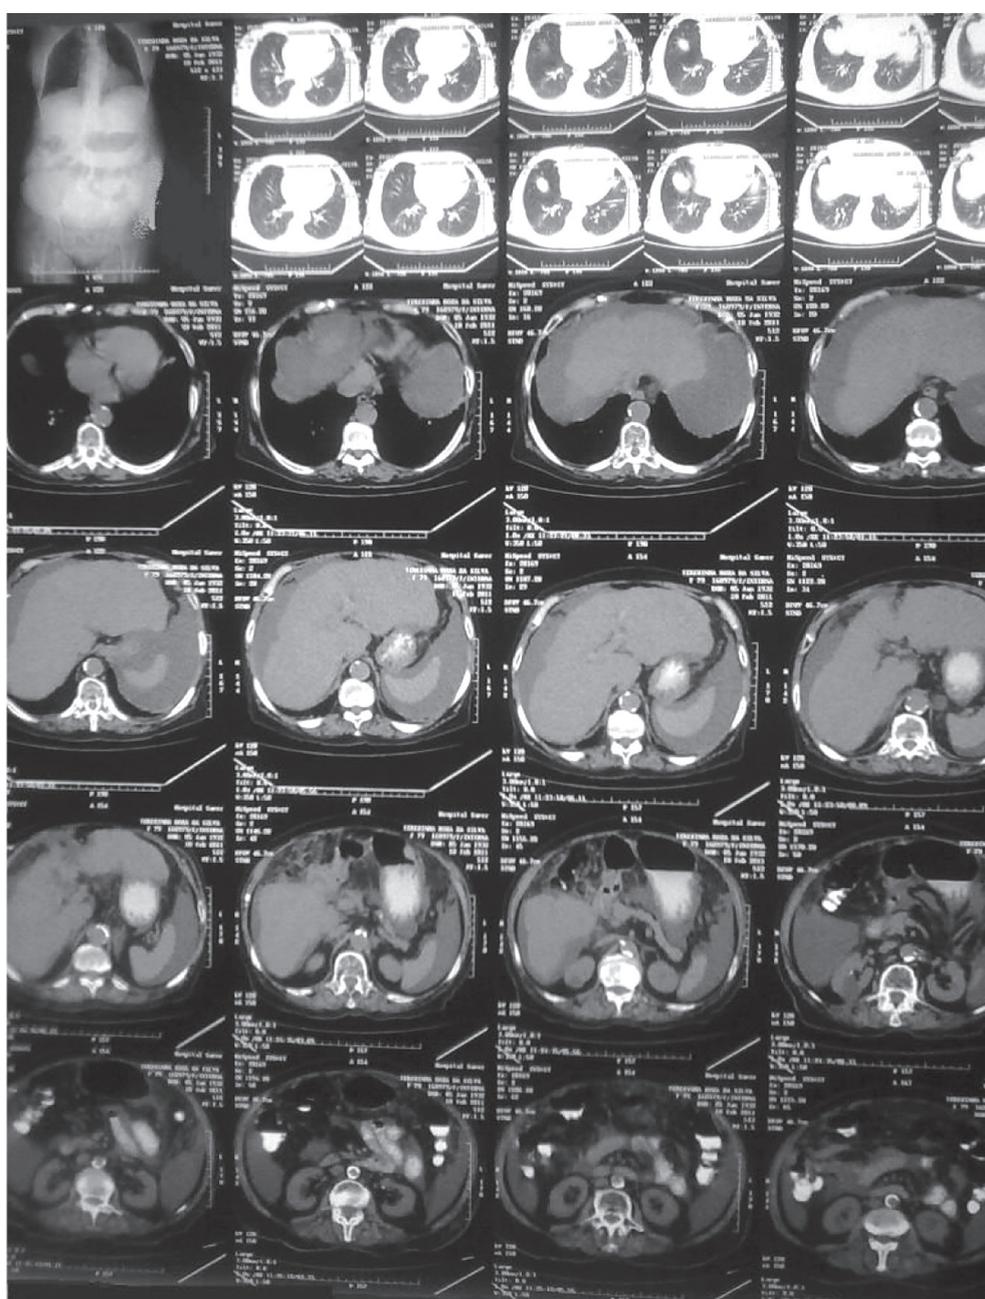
Tomografia abdominal demonstrando a trombose da veia porta.
